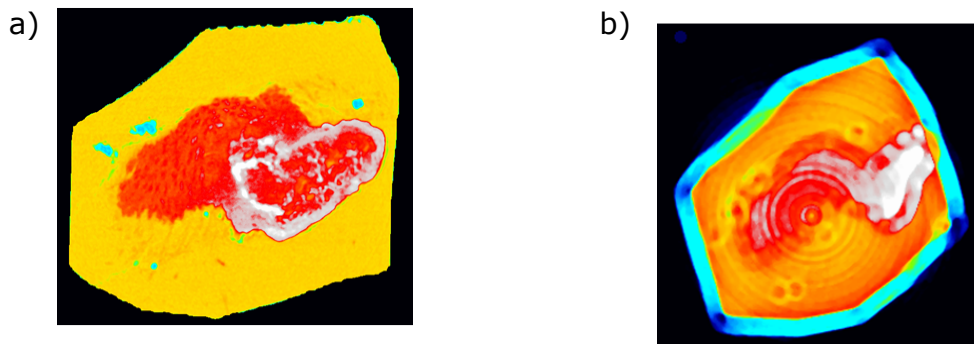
Draufsicht auf die Tumorschicht. a) Draufsicht auf einen Schnitt des Tumors, der mit monochromatischer Synchrotronstrahlung am DESY mittels DiTo vermessen wurde. b) Draufsicht auf einen Schnitt des gleichen Tumors, der mit der polychromatischen Tomographieanlage LeTo vermessen wurde [Rahn 2009b].
